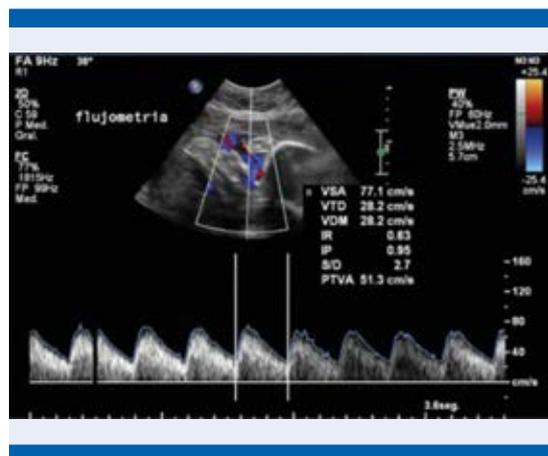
Flujoetría Doppler normal de la arteria umbilical del feto 2 posterior al nacimiento pretérmino del feto 1.
